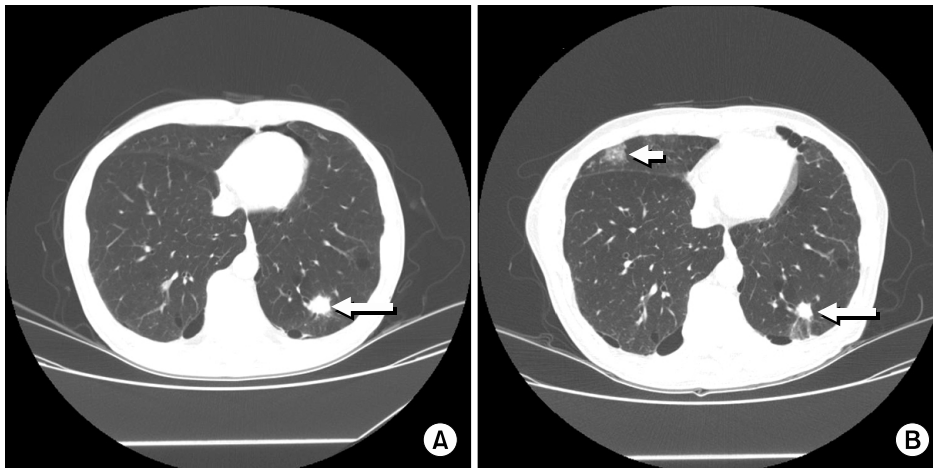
Computed tomography (CT) of the lung showed an 18 mm-sized nodule with irregular margins (arrow) in left lower lobe (A). After 7 months with fluconazole treatment, follow up CT showed reduced size of the pulmonary nodule (long arrow) and newly developed ground glass opacity in right middle lobe (short arrow) (B).
